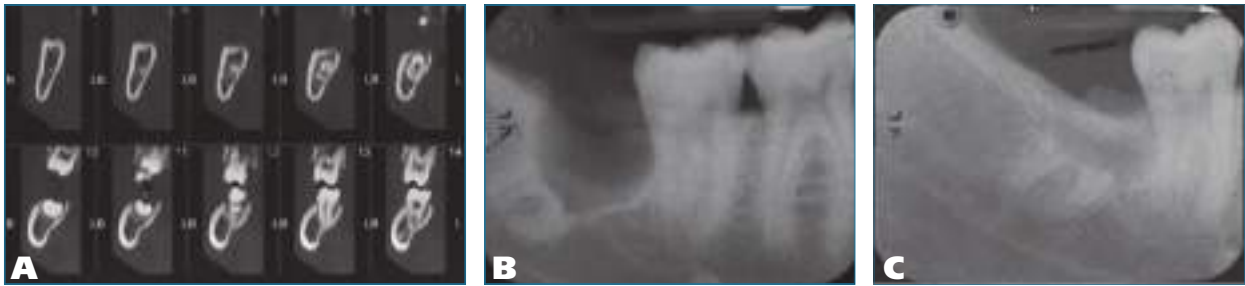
Пациент № 26 (21 год): А – исходная КЛКТ; В – на прицельной рентгенограмме отмечается полное иссечение коронки ретинированного зуба; С – на контрольной рентгенограмме через 3 мес после вмешательства отмечается заживление костной раны и мезиально-корональная миграция третьего моляра
